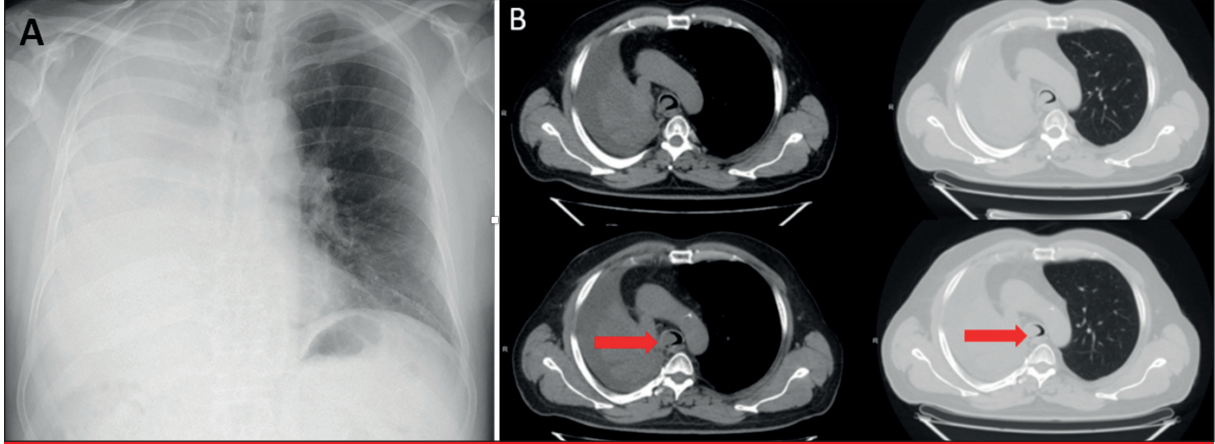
Hastanın dış merkezde yoğun bakım yatış süreci öncesi çekilen toraks bilgisayarlı tomografisinde sağ ana bronшта obliterasyona yol açan yumuşak doku dansitesi izlenmekte.
